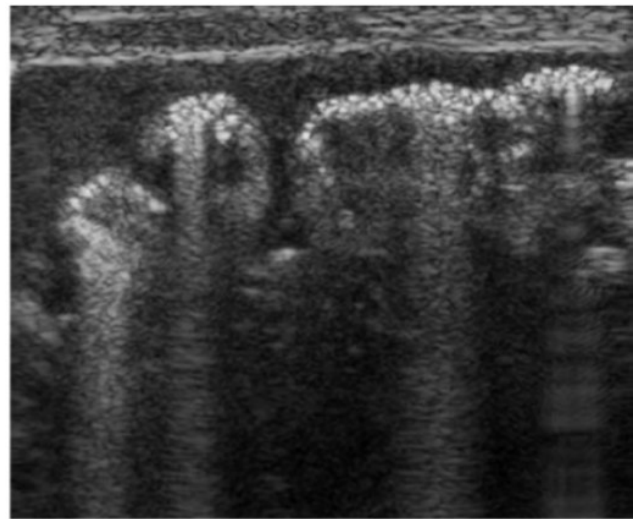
Abdominelle Sonographie. Ansicht von mehreren Darmschlingen mit intramuraler Luft, die von freier Flüssigkeit umgeben sind. Die intramurale Luft zeigt sich typisch hyperechogen und granuliert (27)
